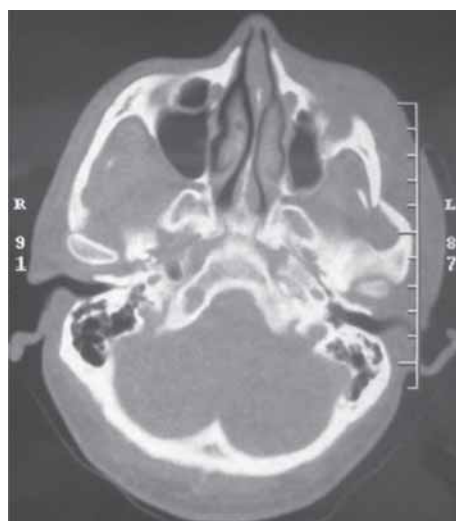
КТ снимок скуловой кости и дуги в аксиальной проекции. Отмечается осколчатый перелом скуловой кости и дуги слева.
